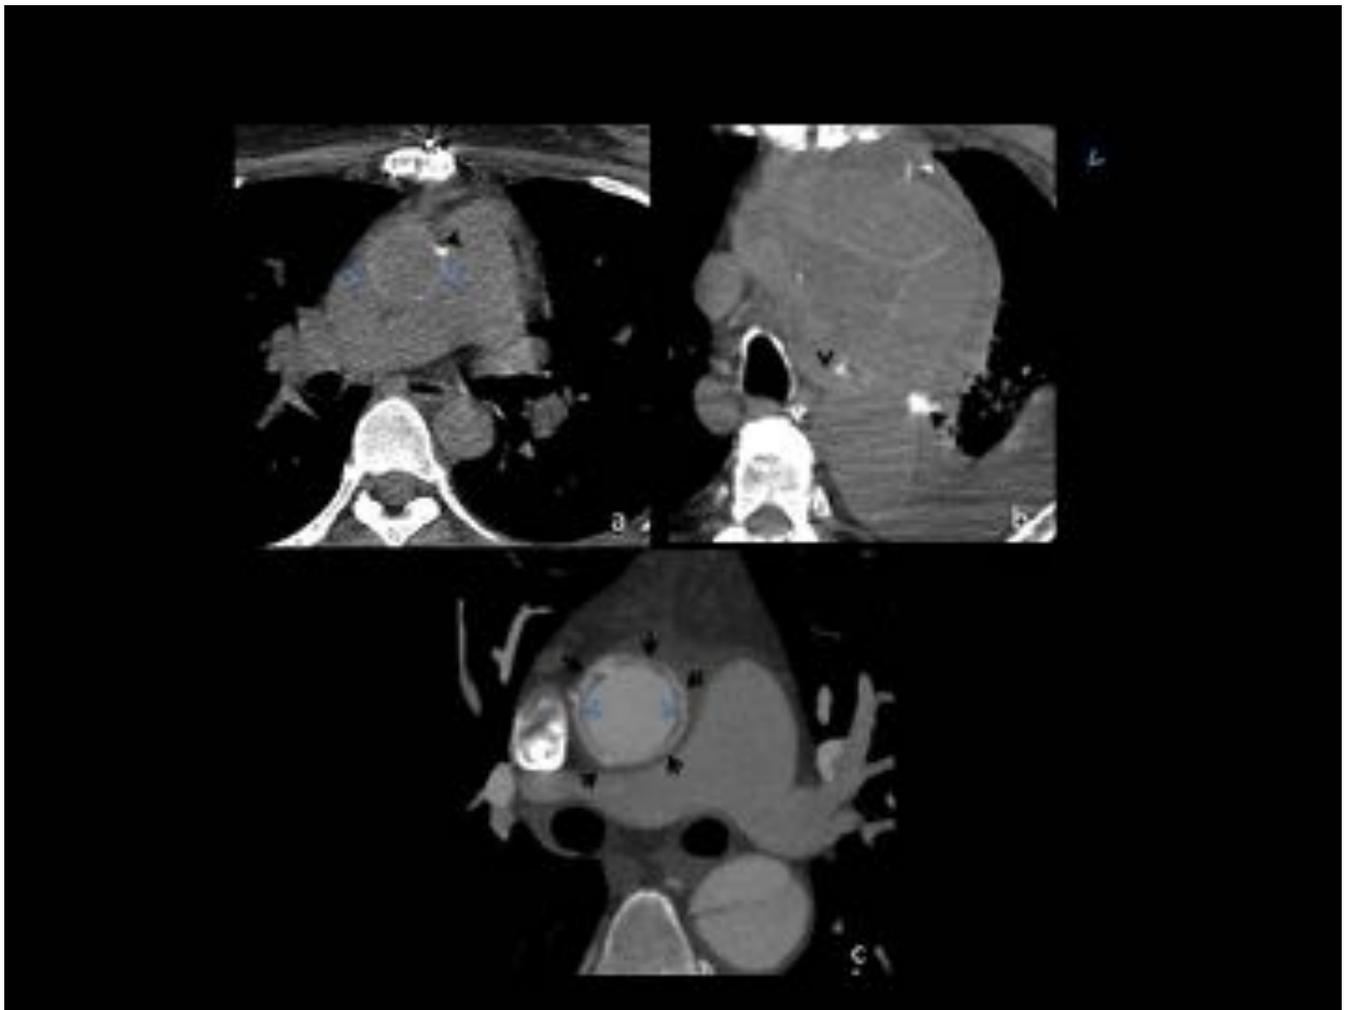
(a) TC axial sin contraste (flechas azules) apariencia del injerto de polietileno ligeramente hiperdenso con respecto a la pared aórtica. (c) (flechas azules) el injerto es hipodenso respecto al lumen aórtico y material de sutura (flechas negras) (b) (flechas negras) TC sin contraste suturas de aspecto hiperdenso.
